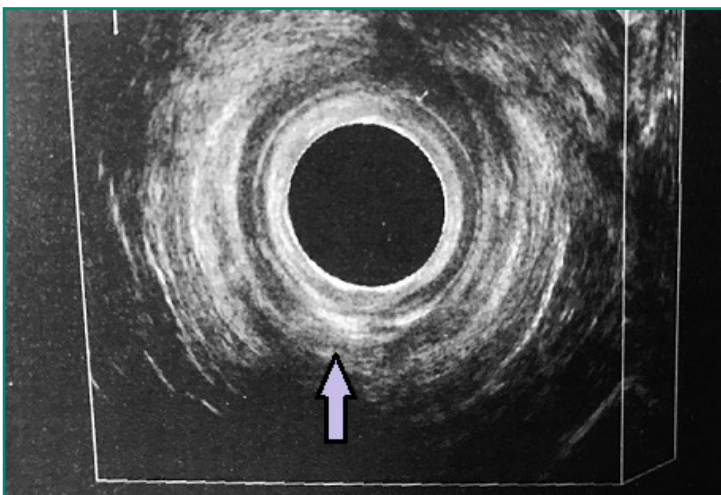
Ecografía endoanal de paciente con fístula perianal compleja. La flecha de la imagen muestra un trayecto hiperecogénico correspondiente a una fístula transesfinteriana alta tras instilación de agua oxigenada.
